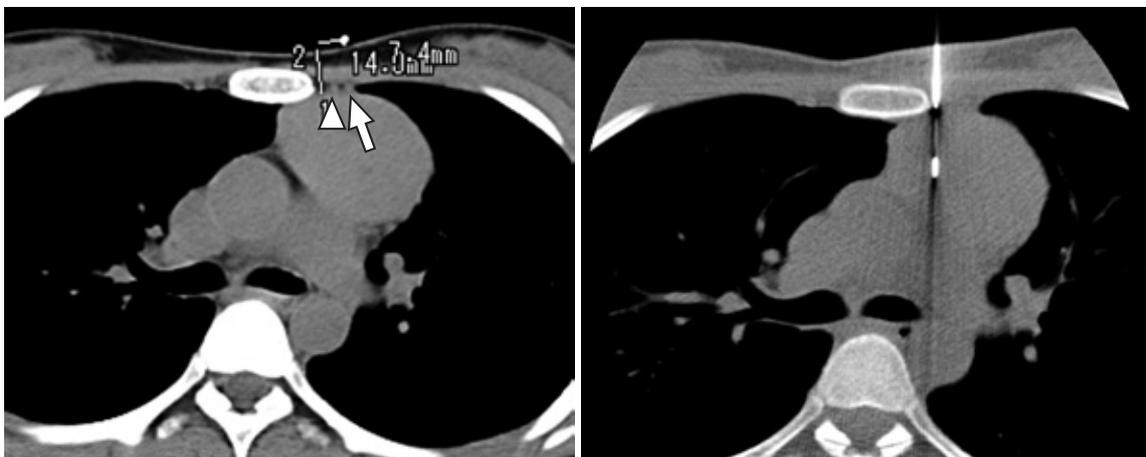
Parasternal approach a | b
